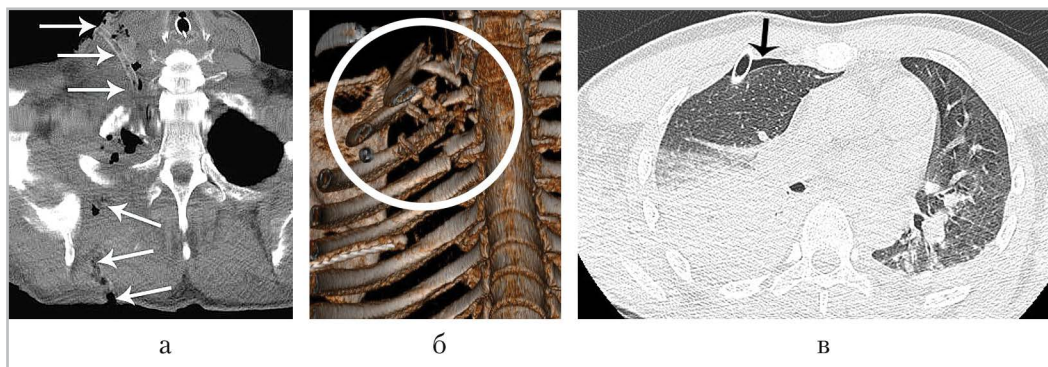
КТ-исследование: *а* — криволинейная КТ-реконструкция демонстрирует всю протяженность раневого канала, входное и выходное раневые отверстия (*стрелки*); *б* — объемная КТ-реконструкция: множественные переломы задних отрезков 1–4-го ребер справа; *в* — аксиальная компьютерная томограмма: ушиб правого легкого, пневмоторакс справа (*стрелка*)
